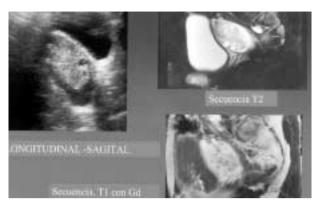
Resonancia magnética con contraste que corrobora las imágenes.
